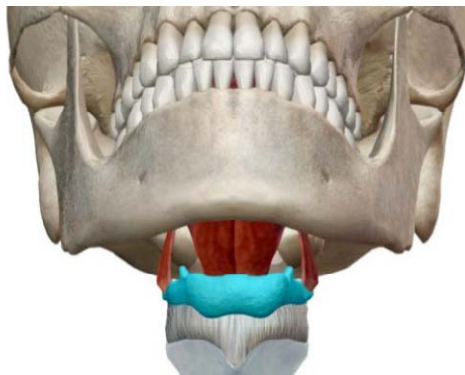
Relación hueso hioides. Fuente: Morales L, Rodríguez L. Relación de las alteraciones anteroposterior y transversal, c1, c2 y el hueso hioides mediante radiografías anteroposterior y lateral. [trabajo de investigación]. [Colombia]: Facultad de Odontología, Universidad de Cartagena; 2023. 25 p⁴⁷
